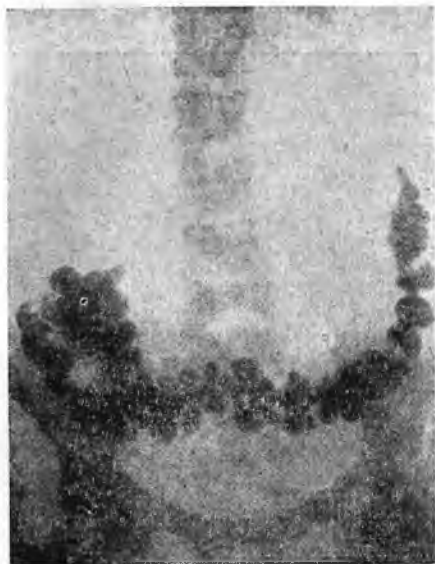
Рентгеновская картина толстой кишки через 24 часа после приема контрастной смеси. Нормальная форма, опущение.
